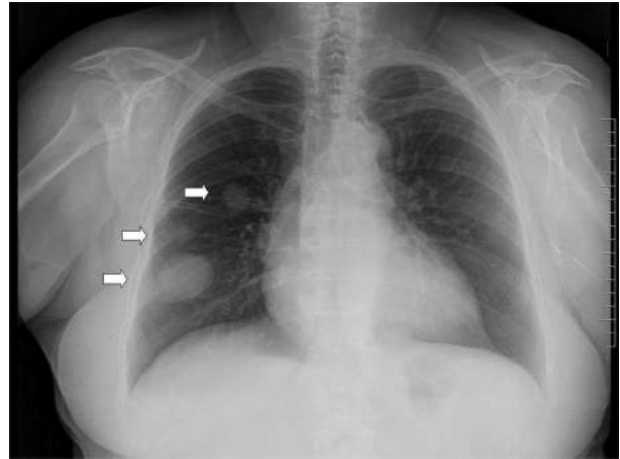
Radiografía de tórax, que muestra imágenes redondeadas radiopacas en el campo pulmonar derecho (flechas blancas).
